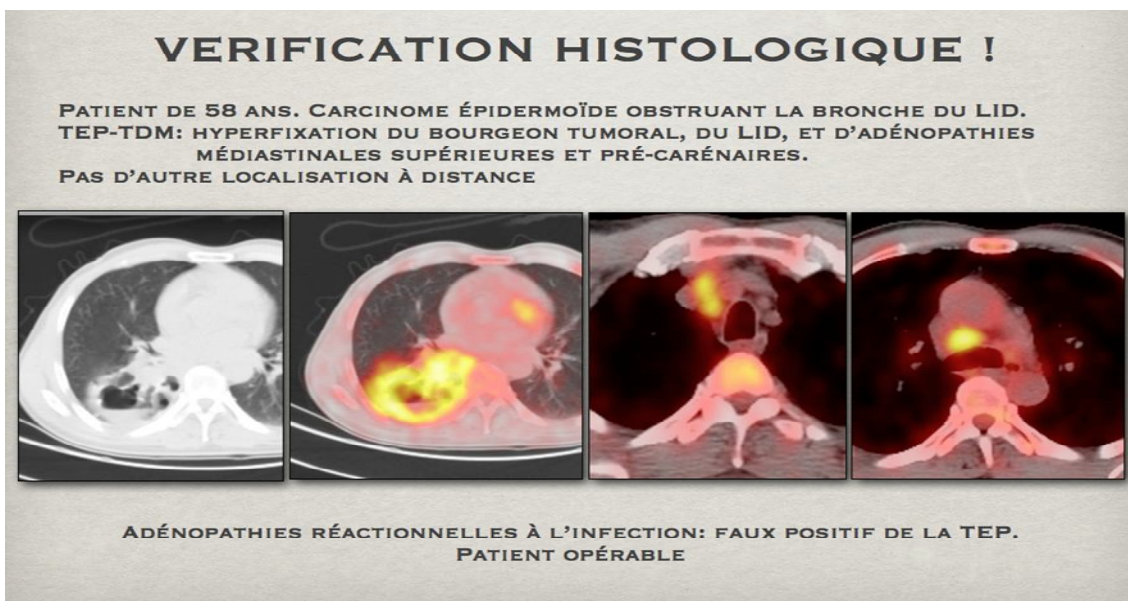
Adénopathies réactionnelles à l'infection médiastinale et précarinaire fixant le FDG
